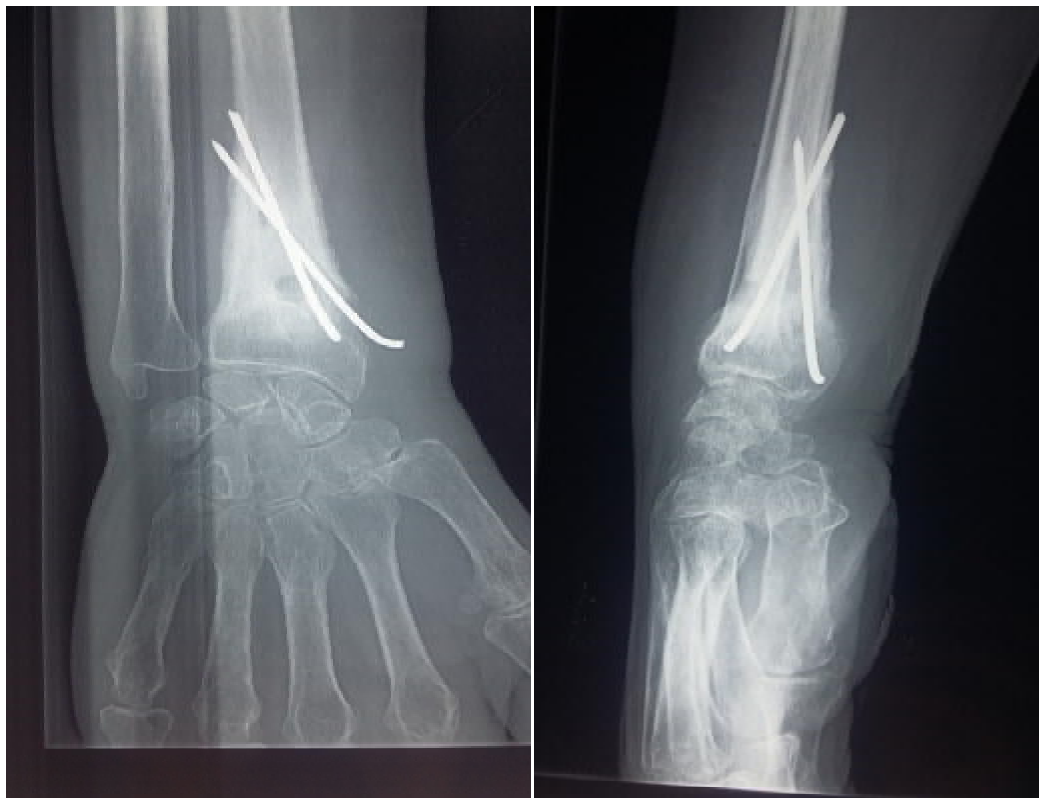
contrôle radiographique montrant des signes d'ostéolyse (F+P)
